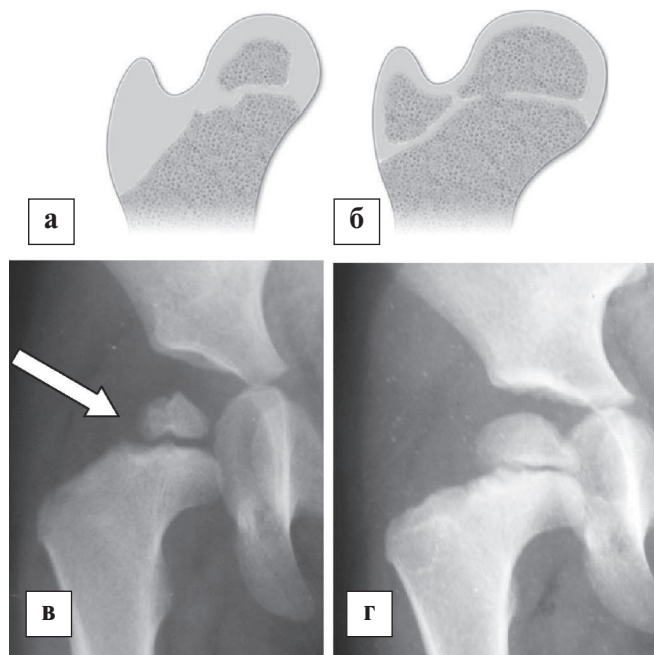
Розвиток ПВС при 3 типі АНГСК за Kalamchi-MacEwen: а, в – початкові рентгенометричні прояви з ураженням медіальних ділянок головки та шийки стегнової кістки (показано стрілкою); б, г – наслідки АНГСК з формуванням варусної деформації проксимального кінця стегнової кістки.
